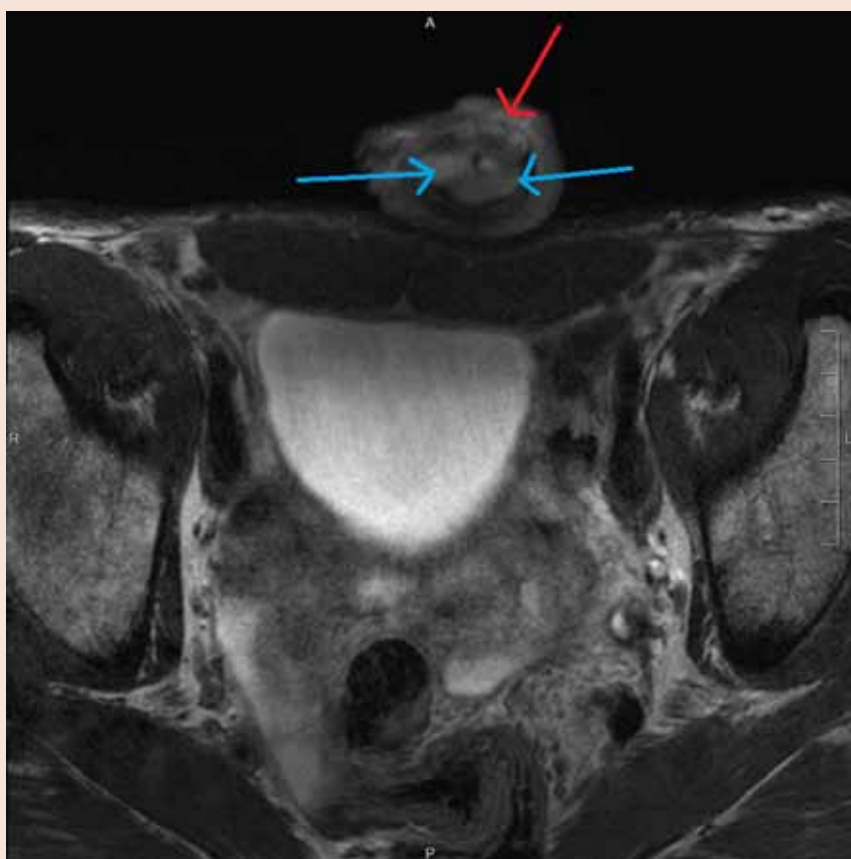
Corte transversal de RMN (3 imágenes secuenciales) de una lesión de pene. La flecha roja señala la lesión obliterante del pene y la azul señala a los cuerpos cavernosos. La uretra se encontraba obliterada y no se visualizaba por imagen.
